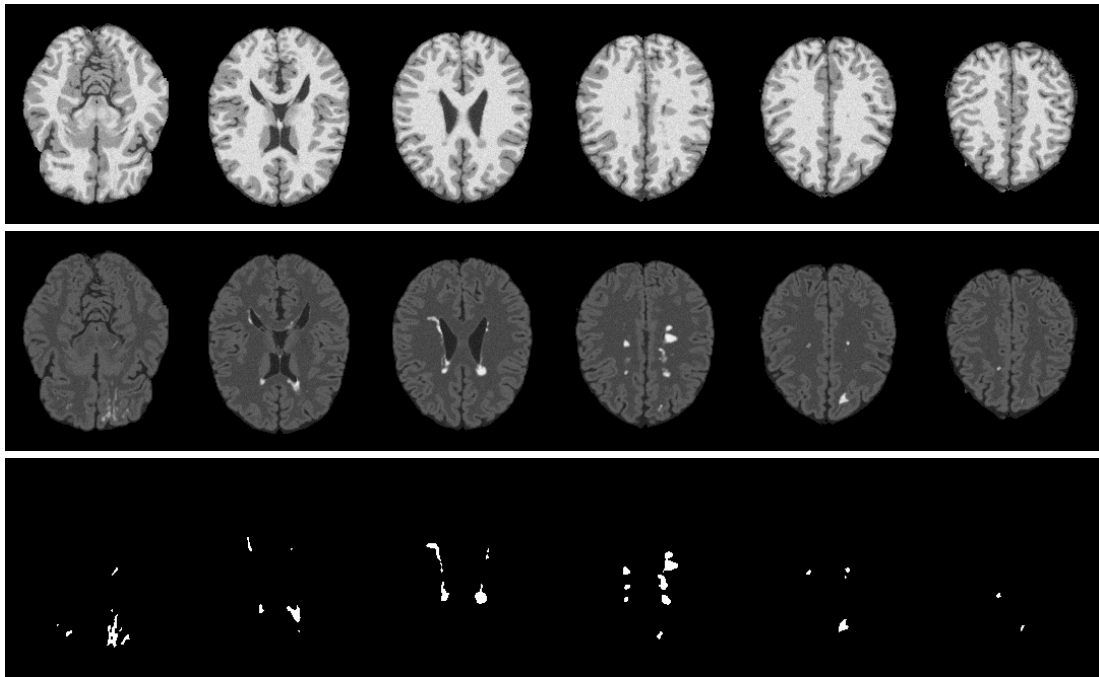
T_1 - und FLAIR-Sequenzen sowie die segmentierten Läsionen nach der Bildnachbearbeitung.
